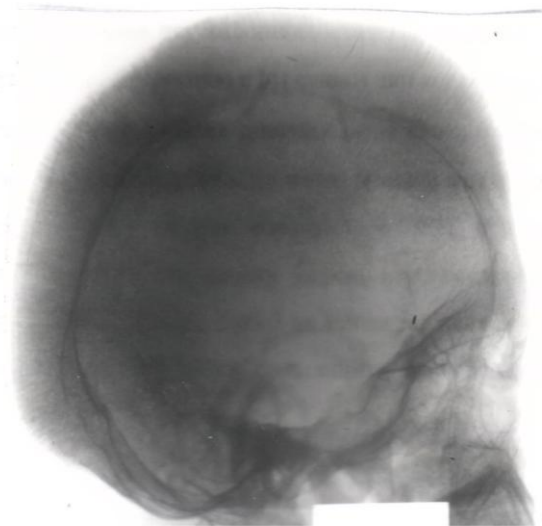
Рентгенологическая картина игольчатого периостоза костей черепа (симптом «ежика»)
